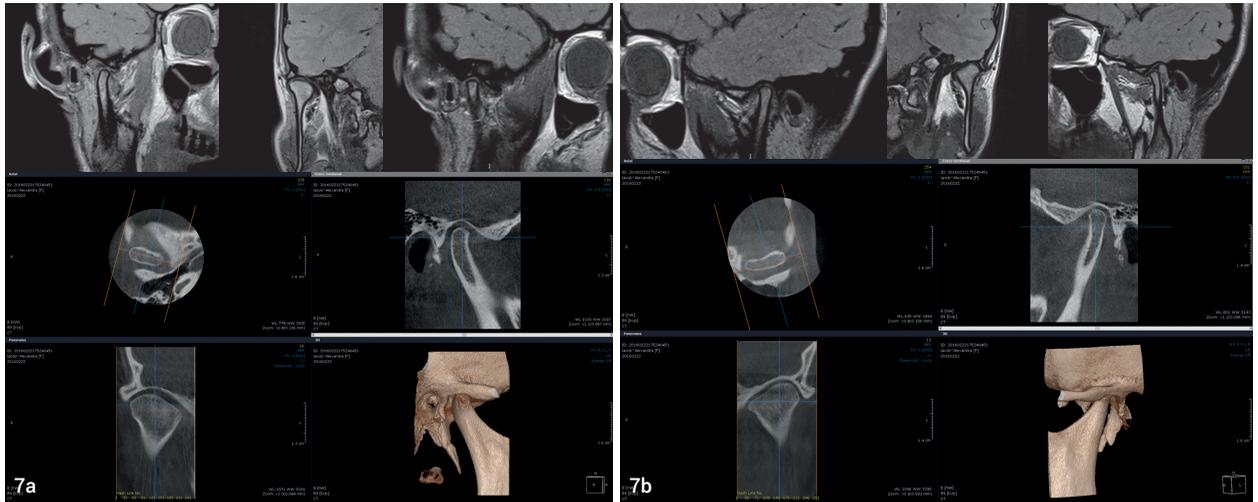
MRT und DVT der Kiefergelenke nach erfolgter Schienentherapie.
